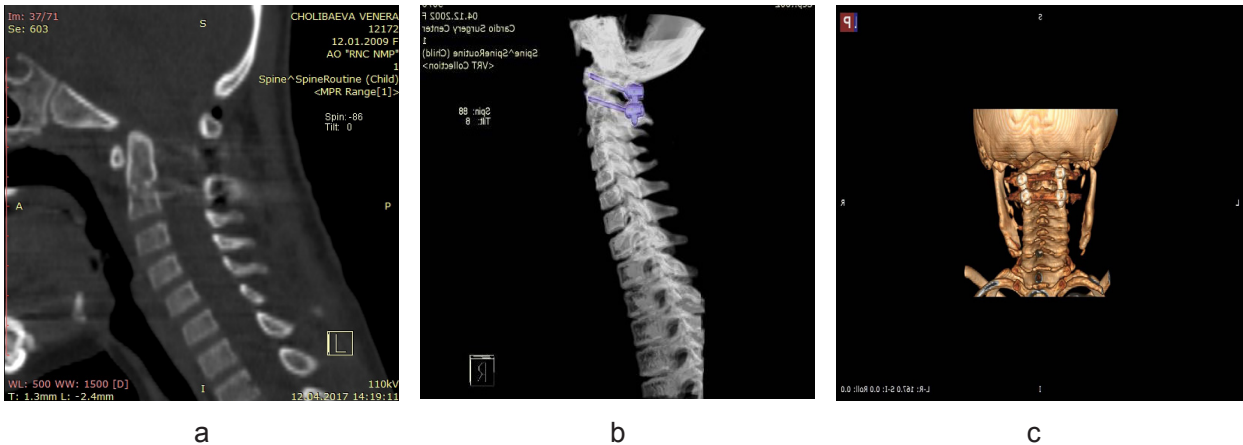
КТ в сагиттальной, аксиальной проекциях и 3D
